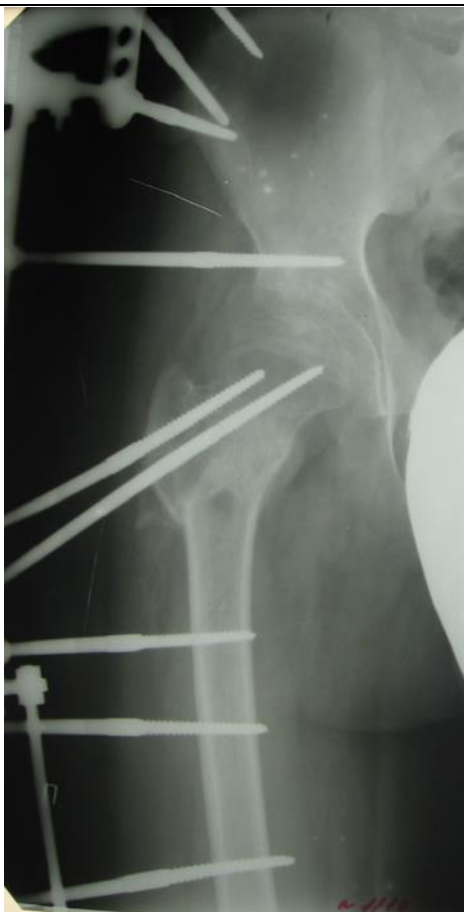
Больной Х-нов Р.Д., 1997 г.р., ИБ №19462, рентгенограмма после операции
